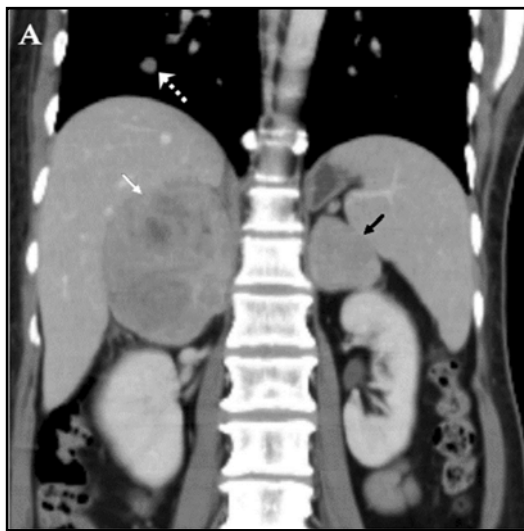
TDM d'une métastase surrénalienne bilatérale [41].
